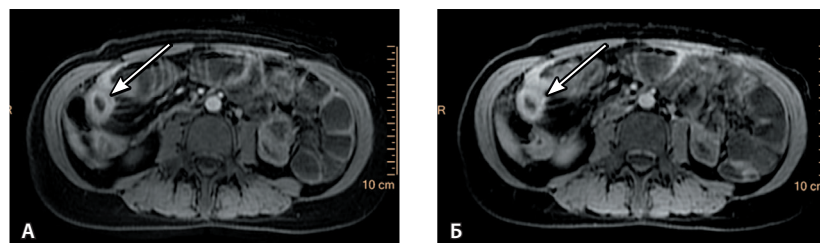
Стриктура подвздошной кишки. Магнитно-резонансная томография: А – артериальная фаза. Негомогенная структура, умеренное повышение магнитно-резонансного сигнала стенкой кишки (стрелка); Б – отсроченное сканирование на 10-й минуте. Гомогенное трансмуральное повышение магнитно-резонансного сигнала от слоев стенки кишки (стрелка)
